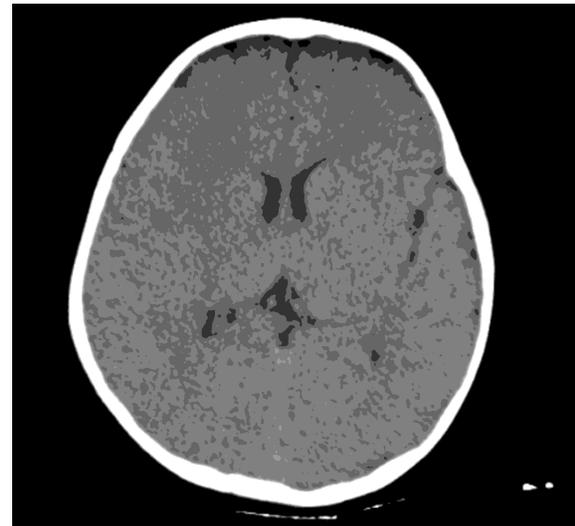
TAC simple de cráneo con datos de edema cerebral leve.
